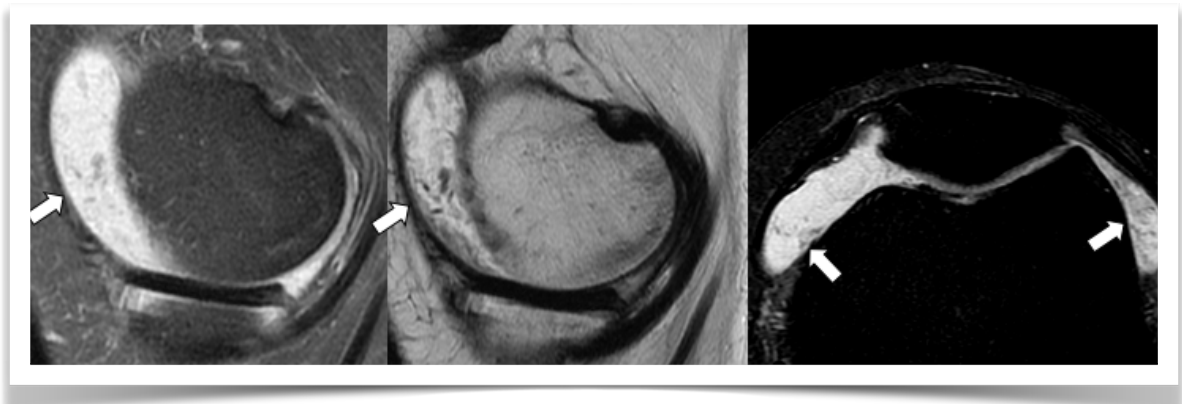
Artritis reumatoide: cuerpos de arroz. RM secuencias sagitales DP con supresión grasa y T2 y axial DP con supresión grasa. Derrame articular de alta señal con múltiples pequeñas imágenes ovoideas en su espesor (flechas).
